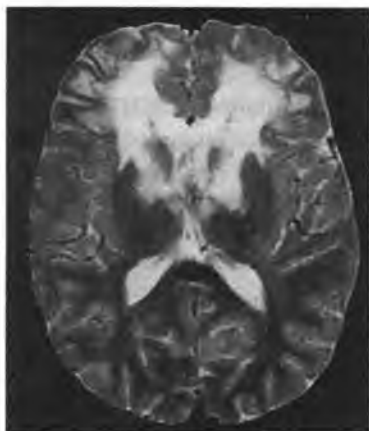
T₂-взвешенное МРТ изображение без контрастирования. 9-летний мальчик с аденолейкодистрофией. Обратите внимание на обширную область демиелинизации, захватывающую переднюю часть семиовального центра, субкортикальное белое вещество, колена мозолистого тела и внутреннюю капсулу. Кора, базальные ганглии и таламус не затронуты
